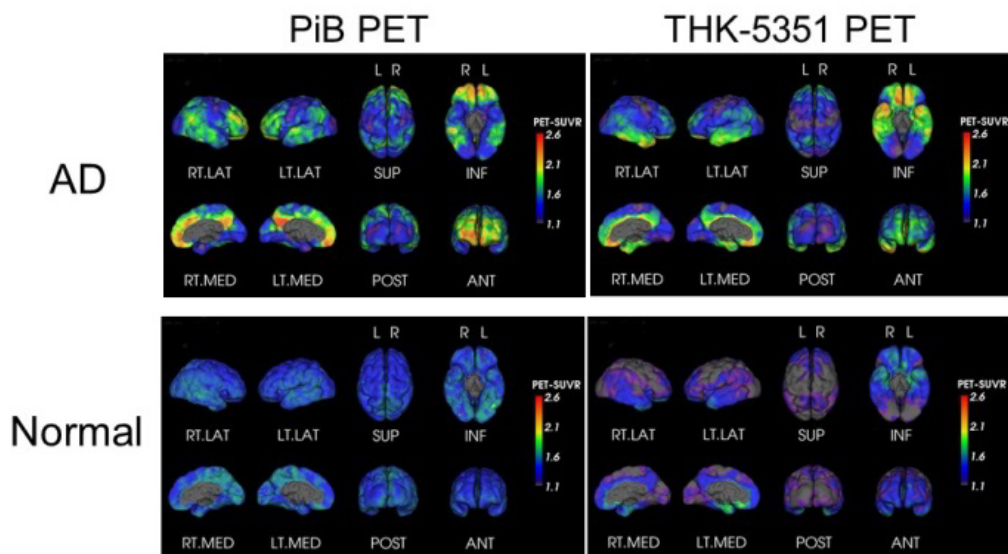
Examples of brain surface projection images of amyloid PET and tau PET imaged at our facility. In an AD patient, a marked accumulation in amyloid PET was found in the frontal lobe, cingulate gyrus, and anterior wedge. In tau PET, a high degree of accumulation in the medial temporal lobes and lower frontal lobes, and a mild accumulation in the cingulate gyrus and the anterior portion of the wedge were observed (upper row). In a normal subject, accumulation in amyloid PET was not observed, and in tau PET only a mild accumulation was observed inside the temporal lobes (lower row).
